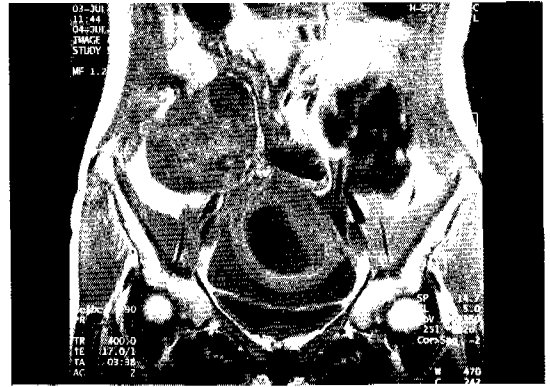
On coronal T1-weighted MRI image, markedly enlarged right ovary shows iso or slightly low signal intensity and peripherally located dark signal intensity enlarged follicle. There is pregnant uterus adjacent to enlarged right ovary inferiorly.
